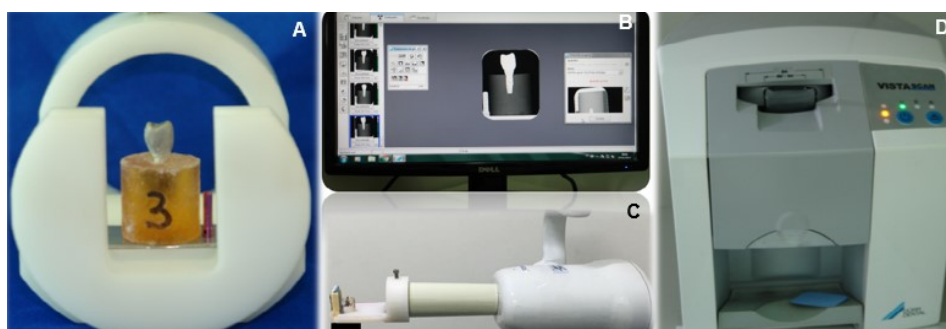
Radiografias Digitais. A) Dispositivo pré fabricado de padronização para radiografar as amostras; B) Software de radiografia digital; C) Dispositivo
